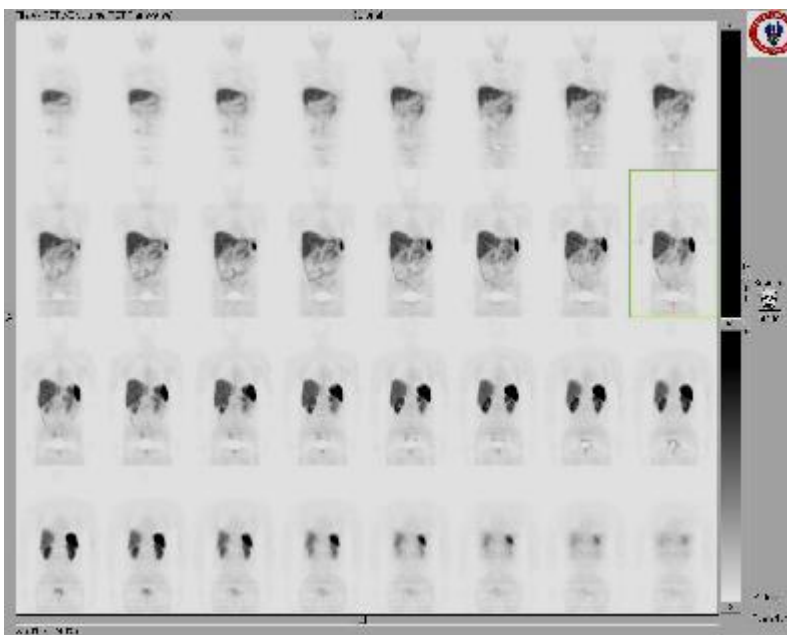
PET scan con corte sagital y coronal correspondiente a técnica con Dotatate.
